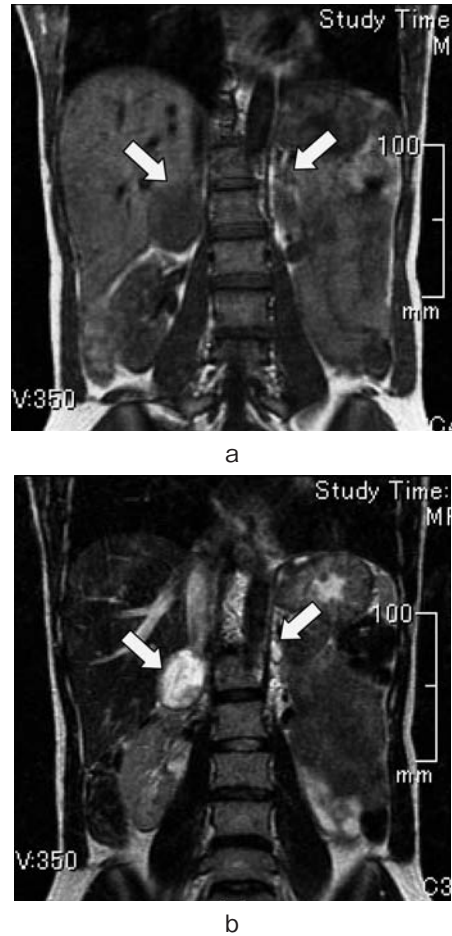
MRI showed bilateral adrenal tumors with low intensity on T1WI and high-intensity on T2WI (arrow). (a) T1WI. (b) T2WI.
